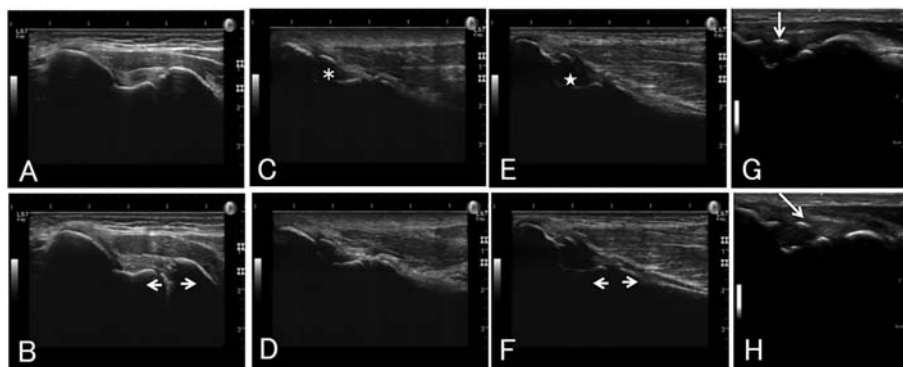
肘関節外反ストレス下の内側部の超音波所見と異常像
